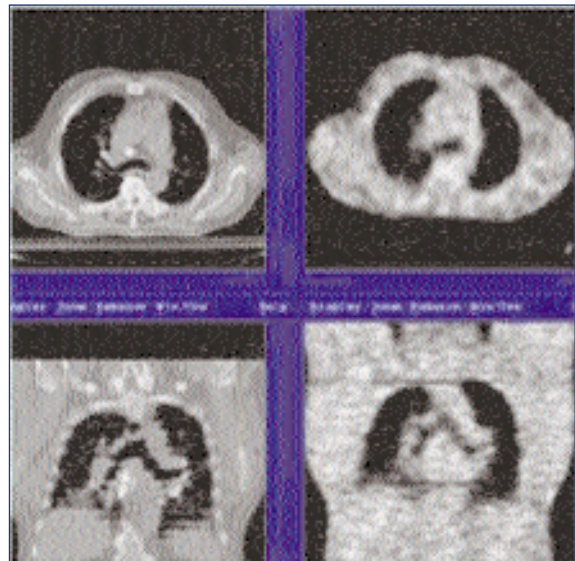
Imágenes de TAC (izquierda) y PET (derecha) imprescindibles para planificar el tratamiento radioterápico de este paciente. Las imágenes de PET muestra la células tumorales activas.
